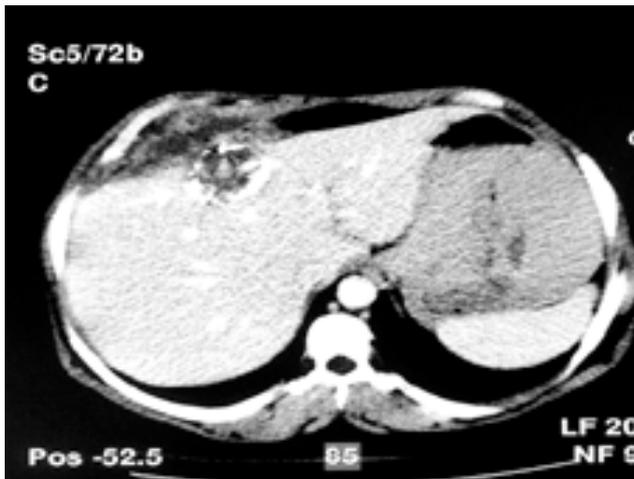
TDM abdominale : KHF du segment IV de type IV à paroi calcifiée.
